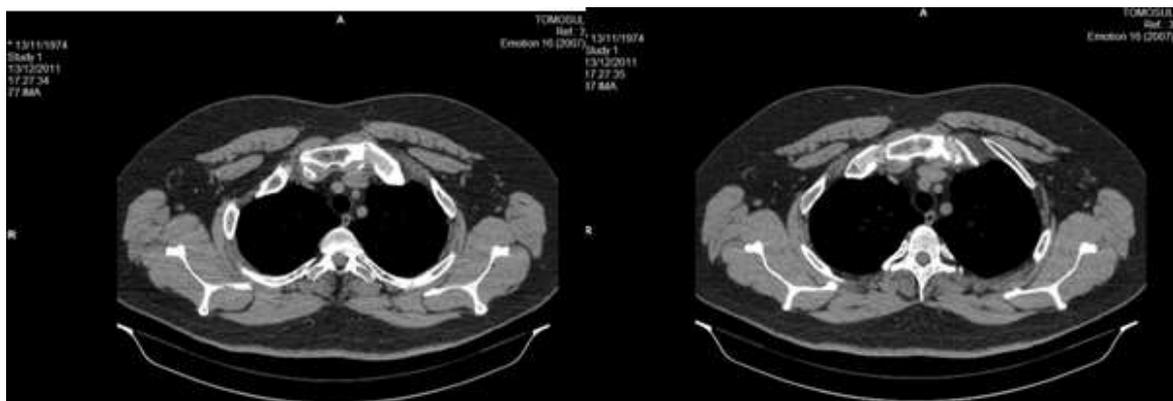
Tomografia computadorizada do esterno no plano axial demonstrando pequenas erosões marginais na primeira articulação costo-esternal esquerda e na junção manúbrio-esternal.
